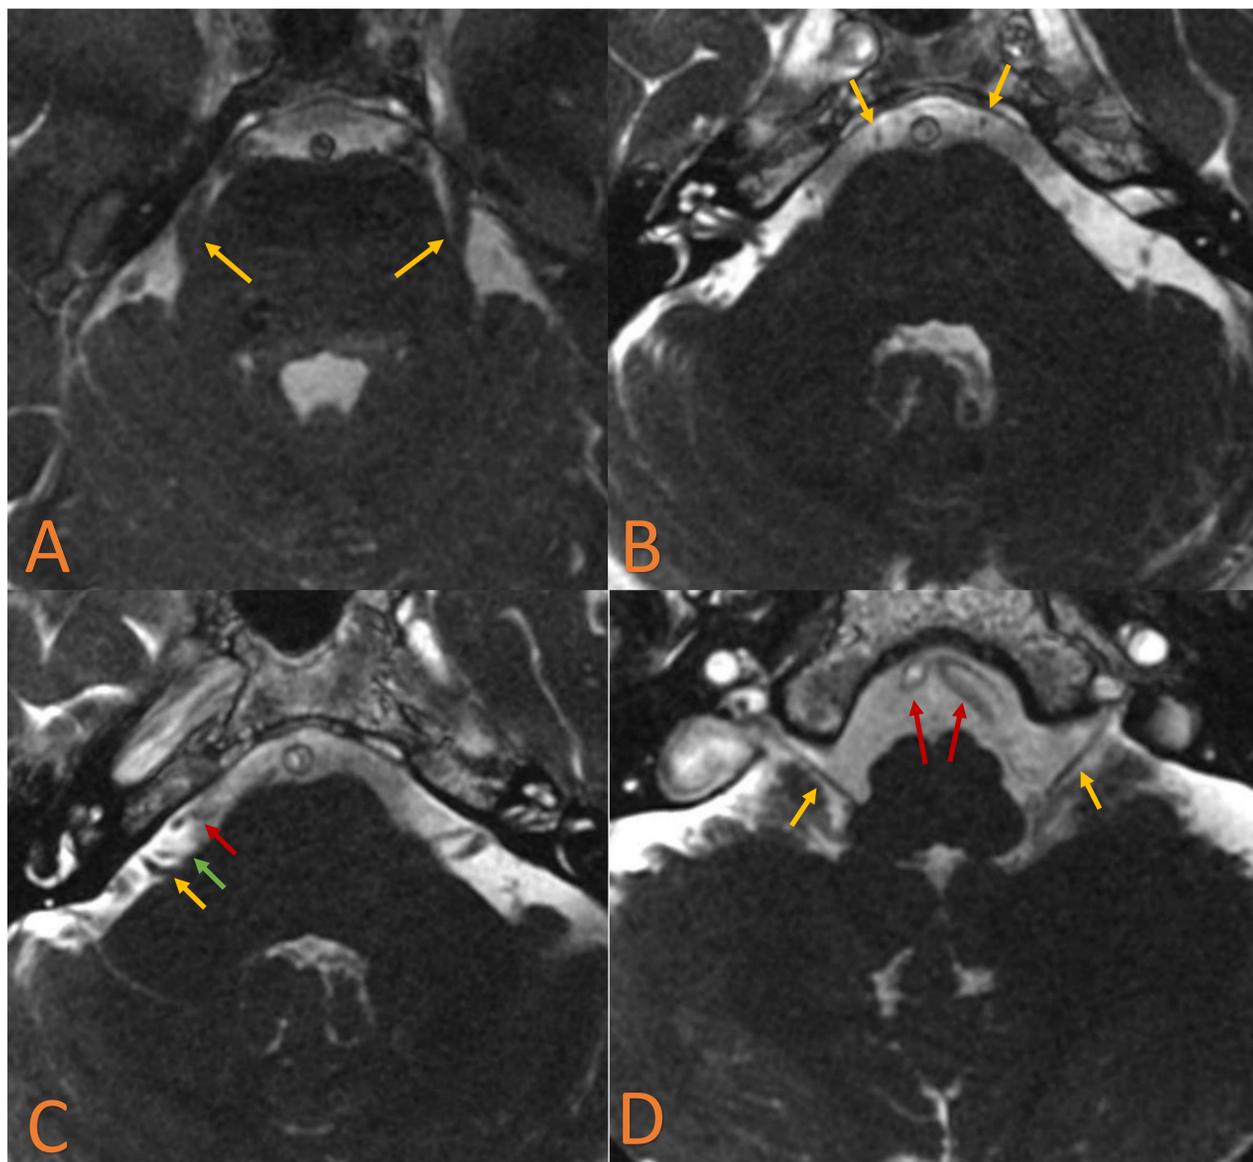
Secuencia FIESTA axial de RM 1,5T a diferentes niveles del tronco encefálico con la relación de los pares craneales con el sistema vertebrobasilar. A. Raíces del V par (flechas amarillas). B. VI par (flechas amarillas). C. Nervio facial (VII par, flecha verde), vetíbulococlear (VIII par, flecha amarilla) y arteria cerebelosa anteroinferior (flecha roja). D. Nervio glossofaríngeo (IX par, flechas amarillas) y arterias vertebrales (flechas rojas).
